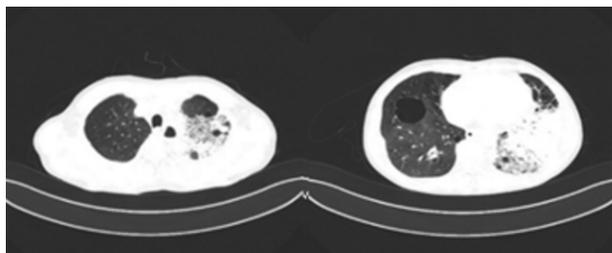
病例 3 入院时(2019-06-17)肺部 CT
